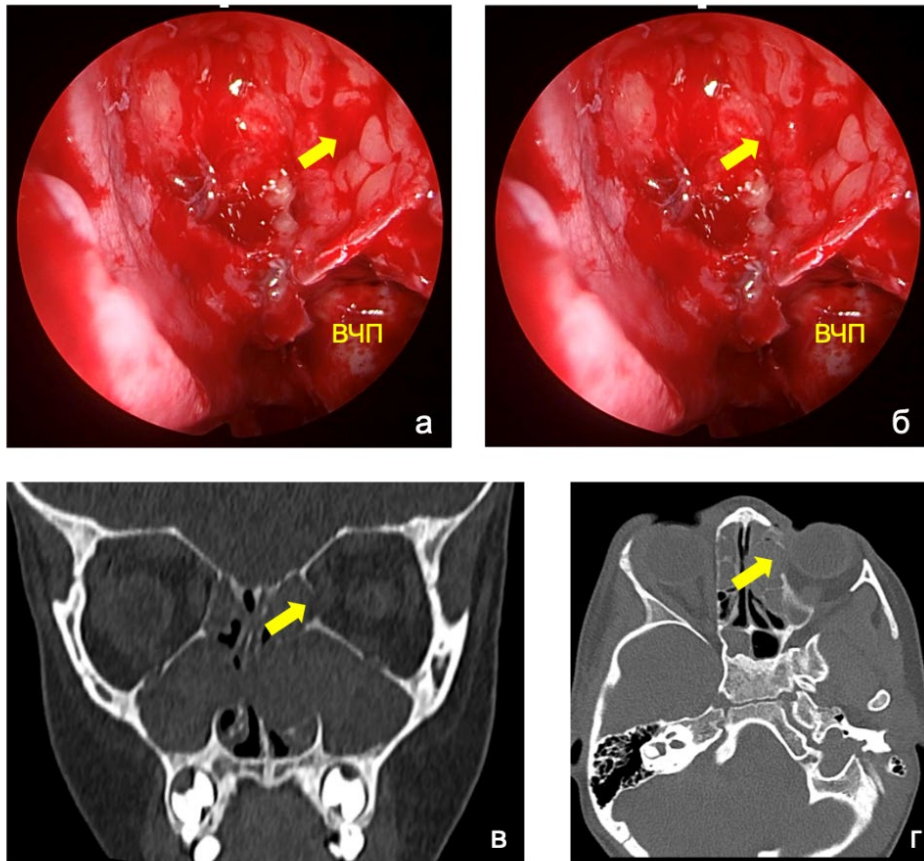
Интраоперационная эндоскопическая картина костного дефекта медиальной стенки орбиты у ребенка 8 лет с МВ (а, б) при выполнении пробы Станкевича (б) (левая половина носа, эндоскоп 0°) и соответствующая предоперационная КТ-картина: (в) коронарная проекция, (г) аксиальная проекция
